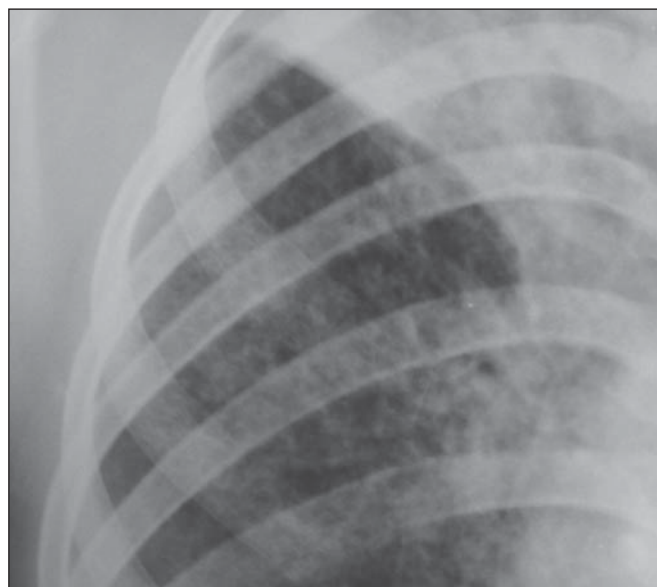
Moça de 14 anos com micronódulos pulmonares na radiografia de tórax.
